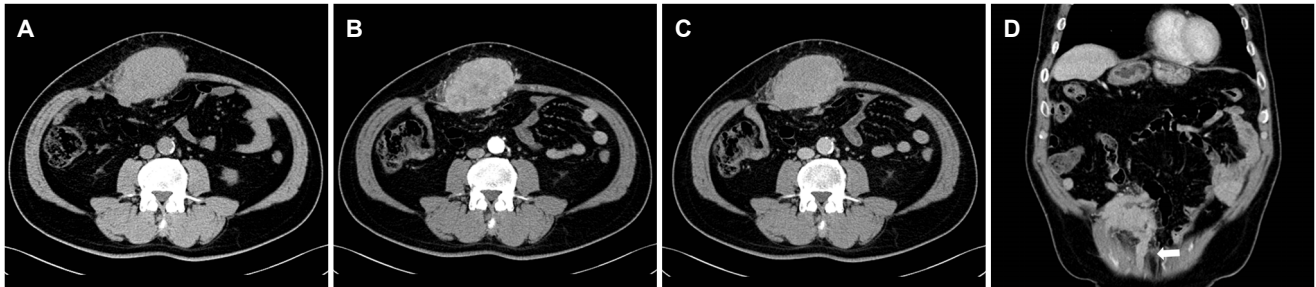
Abdominal computed tomography demonstrated irregular-shaped, lobulated mass (approximately 9 cm) at the right rectus abdominis muscle. The tumor shows (A) low attenuation in the precontrast phase, (B) enhancement in the arterial phase, and (C) wash out in the delayed phase. (D) Tumor thrombus was found in the umbilical vein (arrow).
